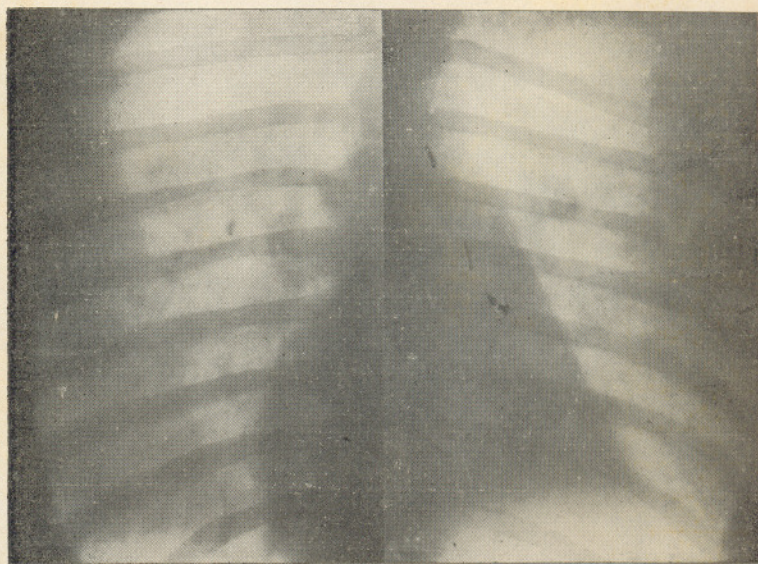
n. 3 — Radiographia da observação XIV
